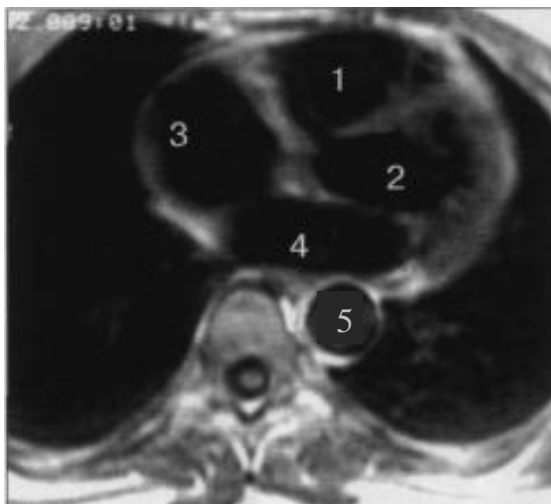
МРТ (T1 ВИ) грудной клетки на уровне Th_{VII} позвонка. 1 – правый желудочек, 2 – левый желудочек, 3 – правое предсердие, 4 – левое предсердие, 5 – нисходящая аорта
